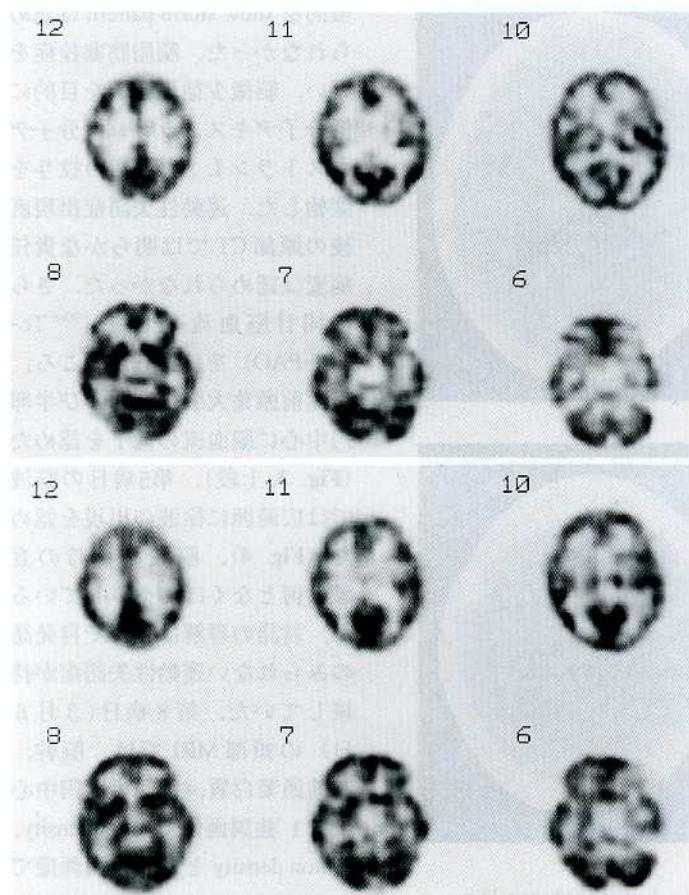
Upper panel : 99m Tc-HMPAO SPECT performed 3 days after injuries showed decrease in the cerebral blood flow of the frontal white matter and the centrum semiovale.
